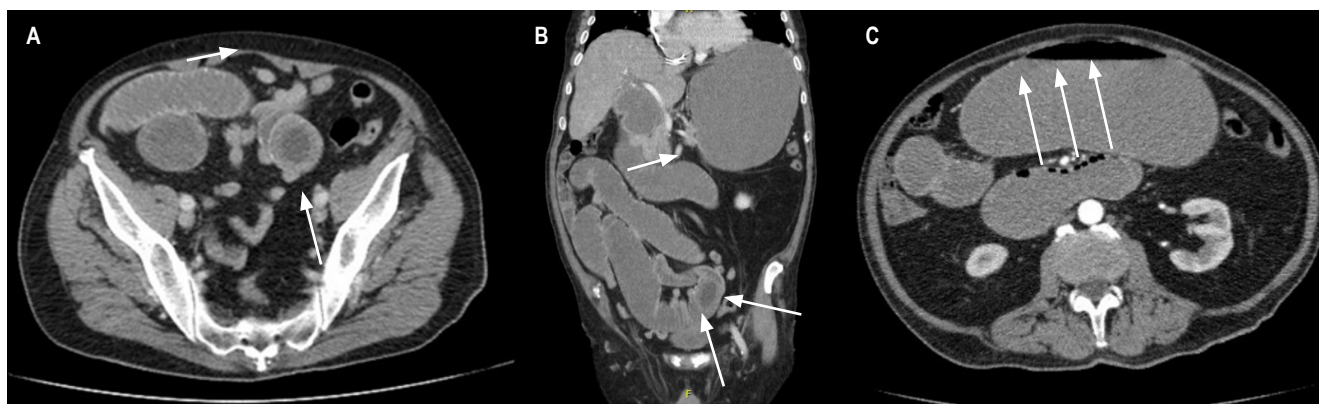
A y B. Imagen en diana de tomografía abdominal sugestiva de obstrucción intestinal por intususcepción. C. Imagen de collar de perlas sugestiva de obstrucción intestinal. Imágenes propiedad de los autores.
